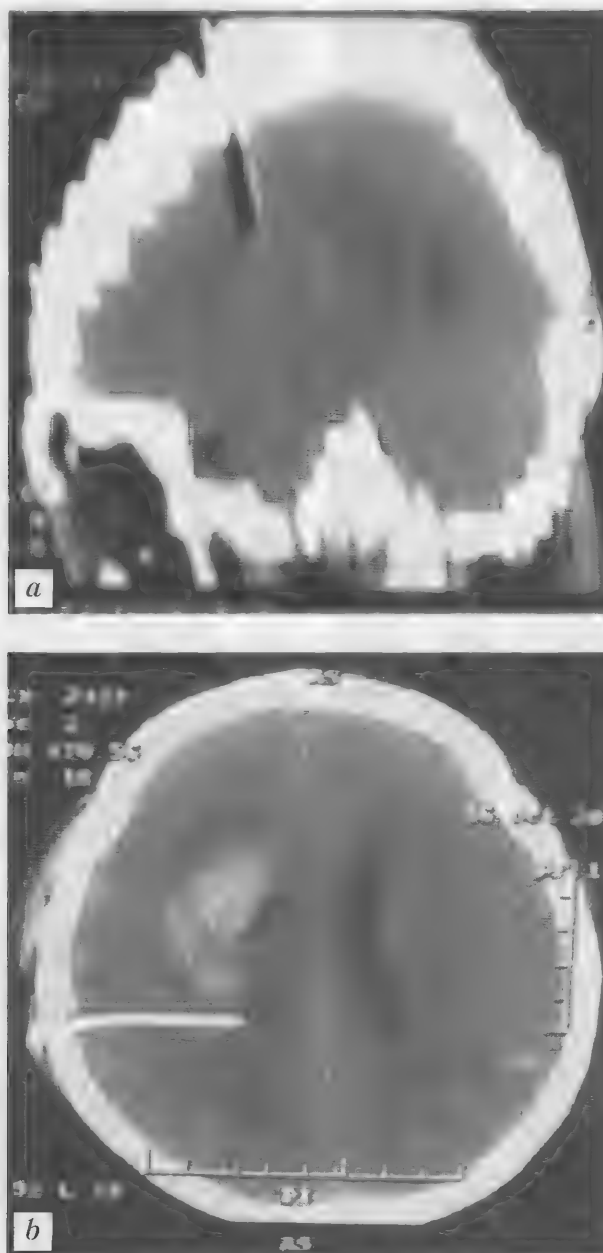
Больной В., 49 лет. Геморрагический инсульт. Внутримозговая гематома правополушарной локализации. Контроль эффективности оперативного лечения. КТ, варианты проведения катетера: через лобную долю — *a*; через теменную — *b*
